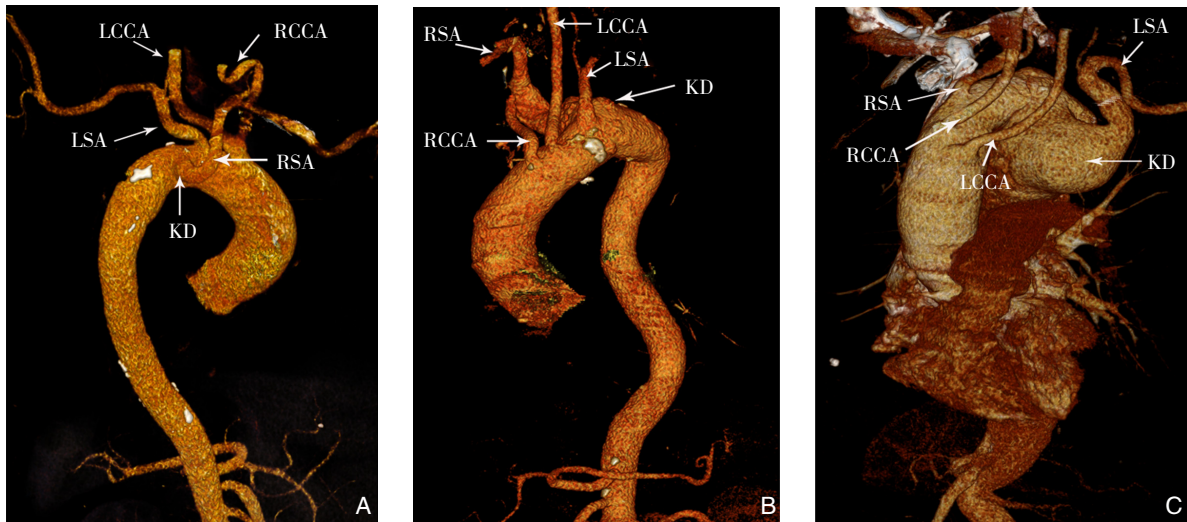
术前 CTA 结果显示主动脉弓分支近端至远端顺序 A: LCCA 与 RCCA 共干→LSA→RSA; B: RCCA→LCCA→LSA→RSA; C: LCCA→RCCA→RSA→LSA
